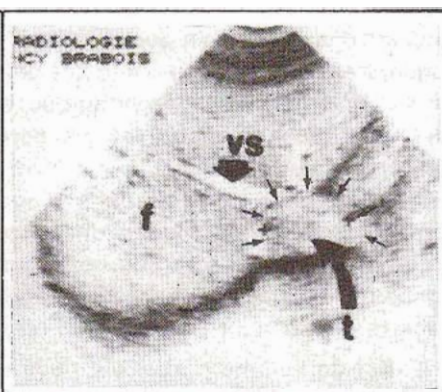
Échographie. Coupe horizontale passant par le plan de la veine sus-hépatique moyenne (VS). La VCI rétro-hépatique dilatée est presque totalement obstruée par le bourgeon veineux tumoral d'origine rénale droite (petites flèches et flèche courbe).
